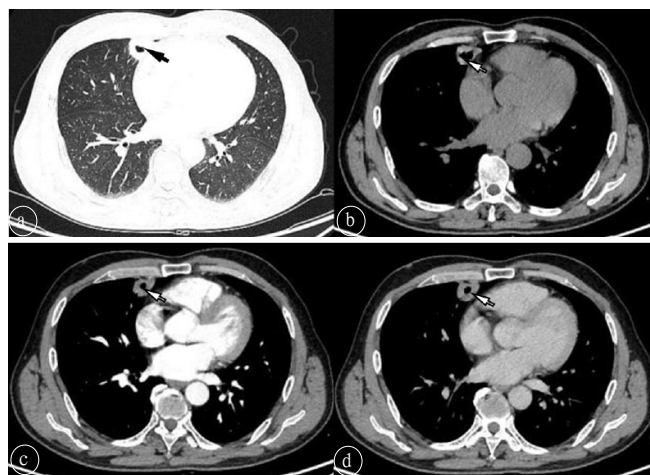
患者男,57岁,肺隐球菌病。a.胸部CT示右肺中叶内侧段见一厚壁空洞,边缘光滑,未见分叶毛刺,周围未见卫星灶(黑箭);b.纵隔窗CT平扫空洞壁呈均匀软组织密度影(白箭);c.增强扫描动脉期空洞壁呈轻度强化(白箭);d.静脉期空洞壁呈中度延迟强化(白箭)。
